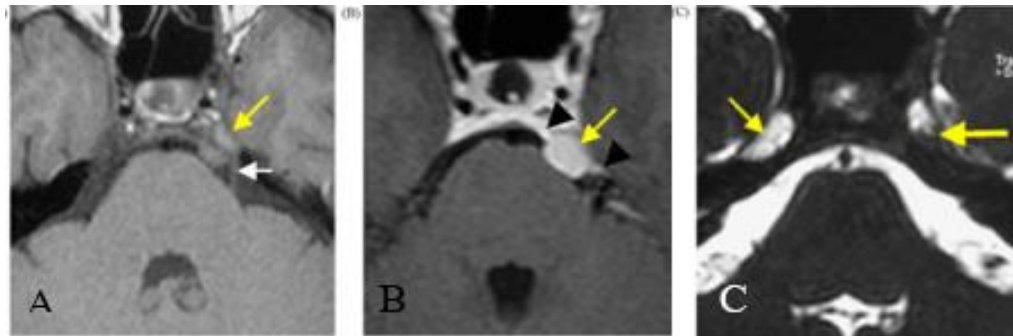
12: CHT T1w trước và sau tiêm thuốc lát cắt ngang qua vùng cầu não của u dây TK V, khối u có hình đồng hồ cát, bắt thuốc không đồng nhất, nằm dọc theo đường đi của dây TK V [25]
